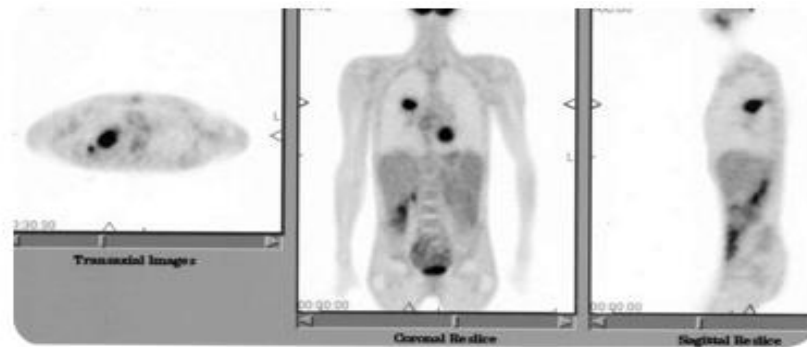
La fixation du 18FDG est limitée à la tumeur, sans fixation ganglionnaire médiastinale ni fixation pathologique à distance (NB fixation colique ou vésicale non pathologique)
